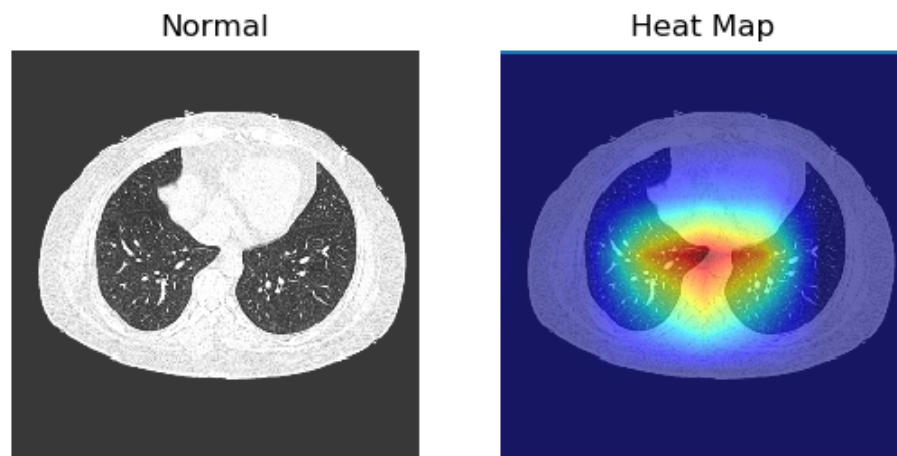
Grad-CAM de imagen CT categoría Normal. La imagen fue seleccionada de forma arbitraria y el modelo retorna los resultados 0.0007, 0.0006 y 0.9988 para las clases COVID-19, Neumonía y Normal respectivamente.
